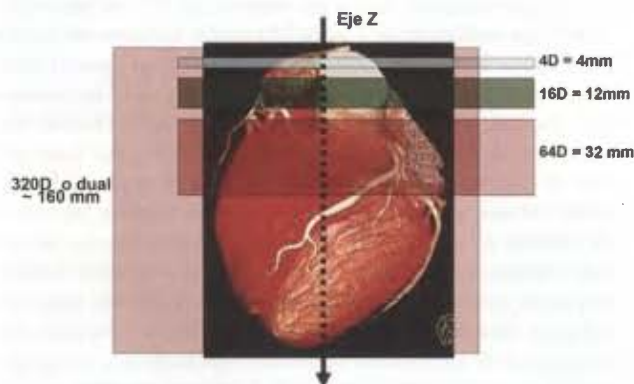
Representación esquemática de la cobertura por giro de los sistemas de tomografía computada multidetector. El eje Z representa un eje imaginario en dirección cráneo-caudal del paciente. Nótese cómo con cada generación de tomógrafo, la cobertura por giro es mayor, hasta 16 cm en un giro en el caso de los tomógrafos de 320 detectores. D - detector.
